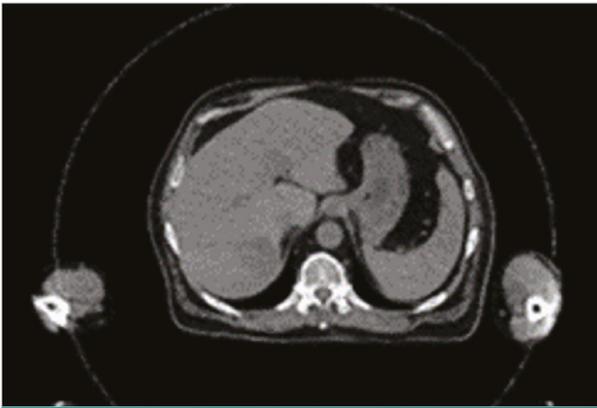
Image TDM 4D, sans injection.
